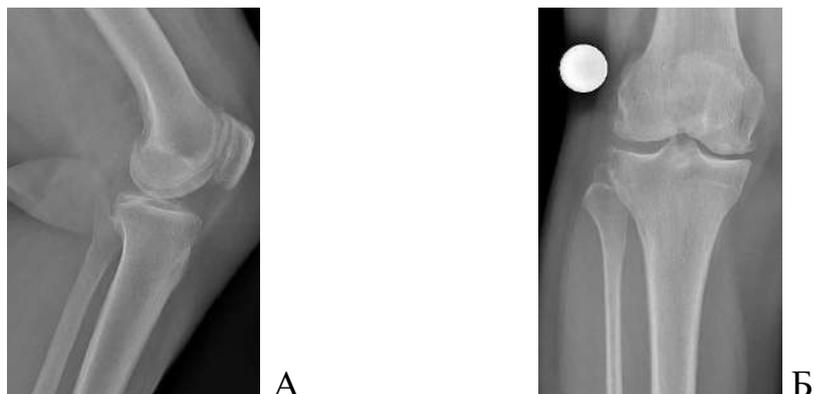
Рентгенограммы пациентки К., 58 лет (А, Б).
